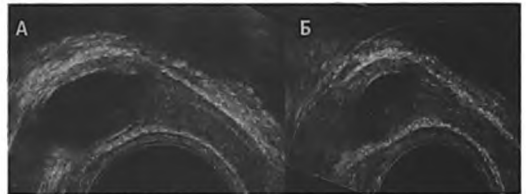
Пациент Л., 23 года. Простая киста правого СП, выявленная случайно. Жалоб нет. Состоит в браке, имеет ребенка. При УЗИ мочеполовых органов – неполное удвоение правой почки. ТРУЗИ. А. В-режим. В теле правого СП – жидкостное образование с четкими контурами, содержащее взвесь (киста). Перивезикулярная клетчатка не изменена. Б. Режим доплерангиографии. Сосудистый рисунок СП и перивезикулярной клетчатки не изменен. При динамическом ТРУЗИ через 3 месяца размеры кисты не изменились
